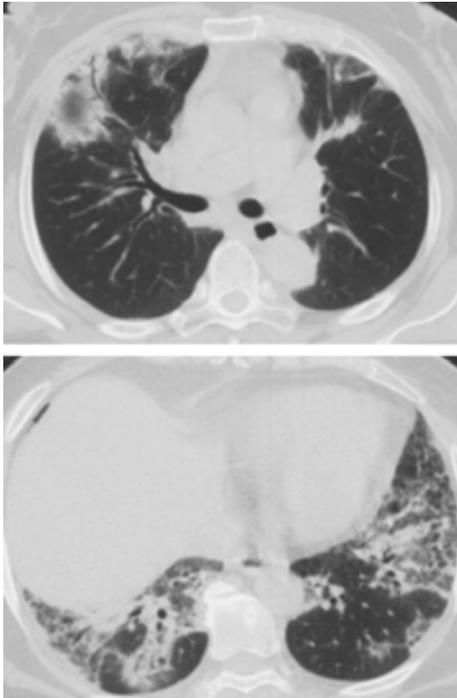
Chest CT (slice thickness 5.0 mm) of patient 2 on admission, showing a consolidation with traction bronchiectasis in the S³ lung field, and diffuse ground-glass opacity with consolidation in both lower lobes.
